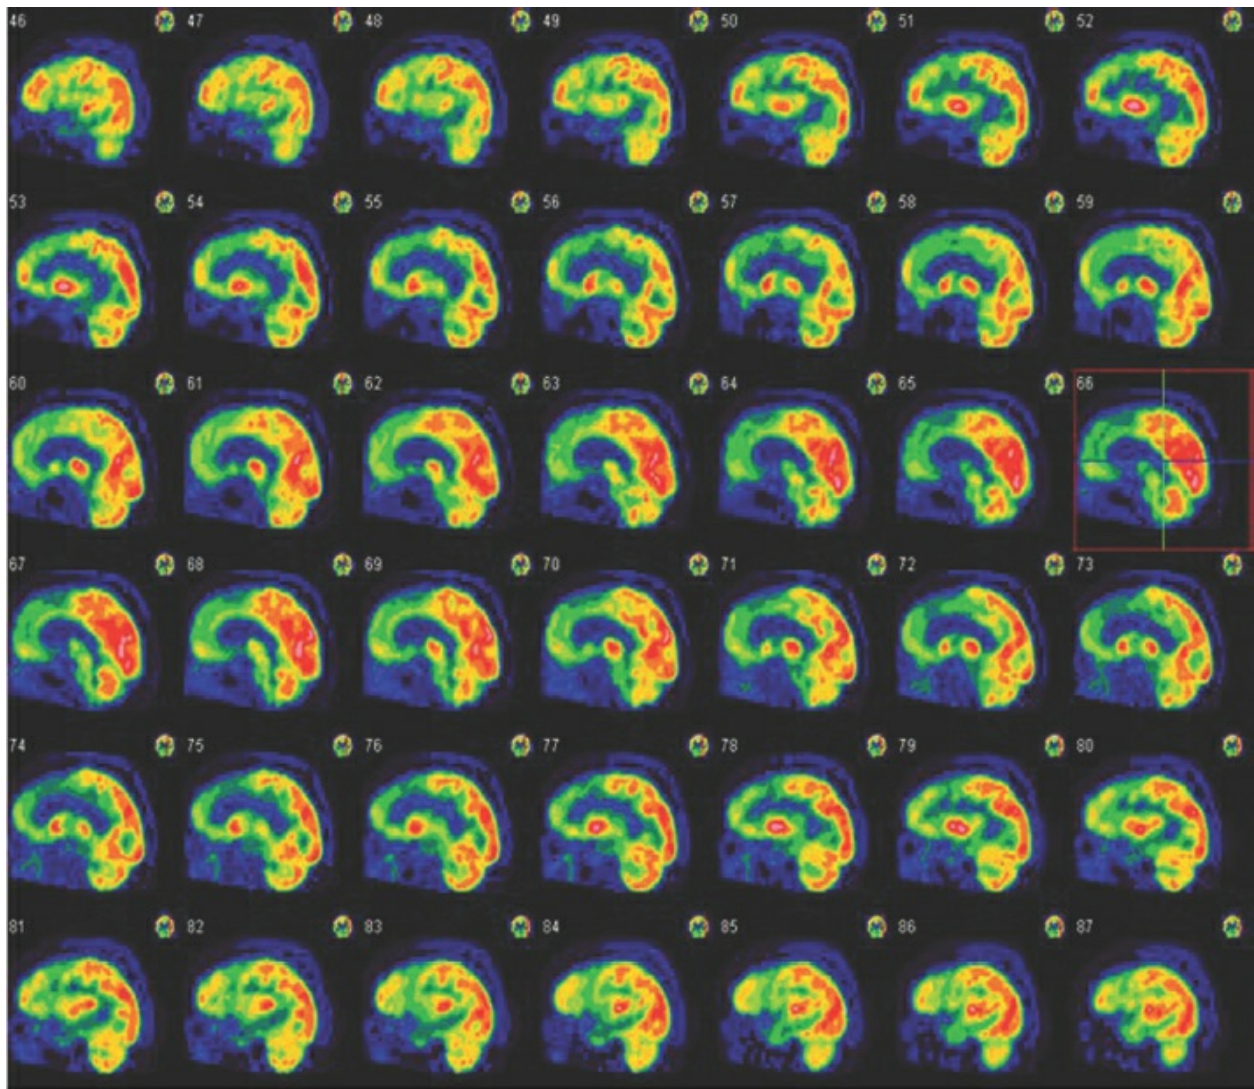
PET-FDG sagital. Cortesía del Dr. Guiyun Wu.
